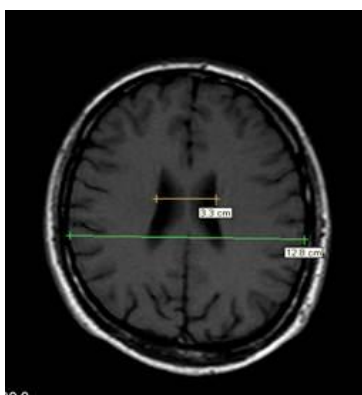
МРТ головного мозку при деменції з тільцями Леві. Розширення задніх рогів бічних шлуночків.
